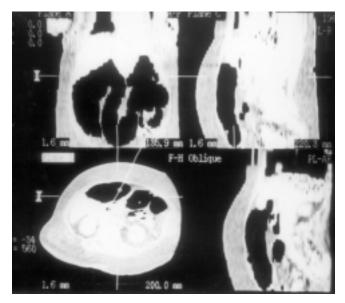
Reconstrucciones multiplanares de tomografía computada donde se observa una gran dilatación colónica de predominio derecho.
